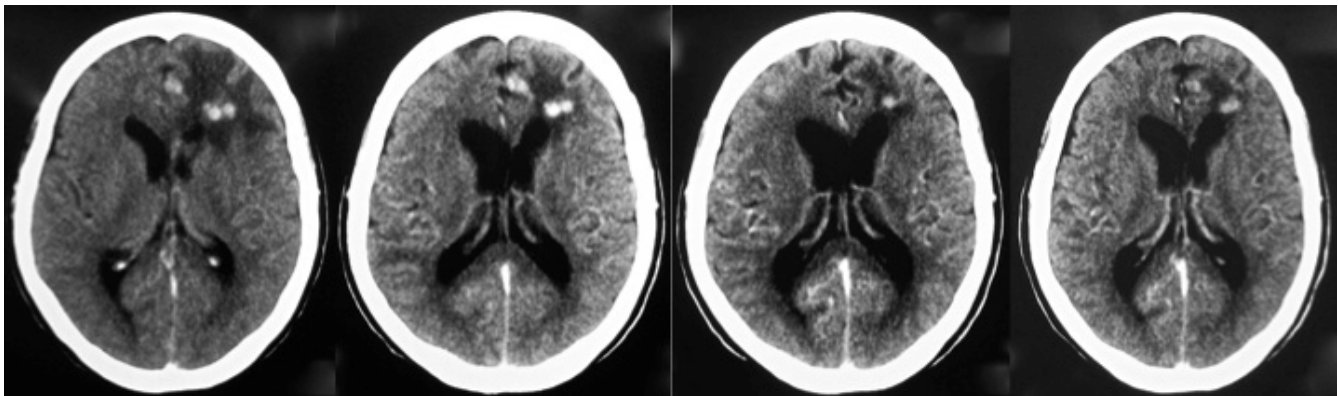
TAC de cráneo contrastado (4 estudios diferentes tomados en el transcurso de 8 meses). Se evidencia captación del medio de contraste de las lesiones cerebrales frontales izquierdas, aunque en menor intensidad en las dos últimas imágenes. Nótese la disminución progresiva del edema cerebral perilesional durante los 8 meses.
